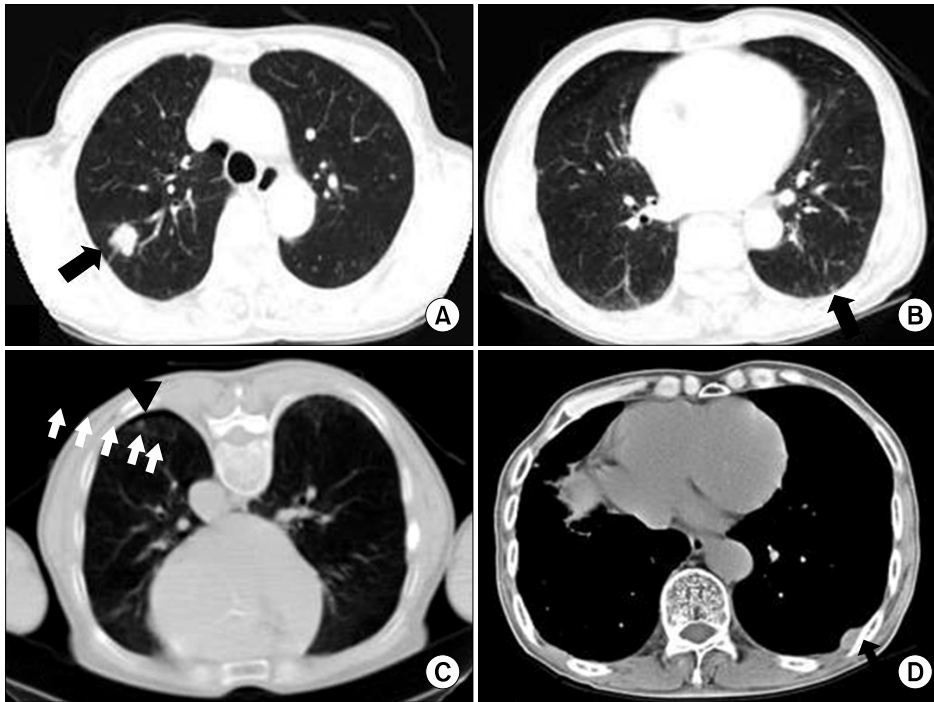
The initial chest CT scan showed (A) about a 1.7x1.5 cm sized well-defined nodule with a lobulated shape in the right upper lung (solid arrow) and (B) a well-defined small nodule in the left lower lung just beneath the pleura (solid arrow). (C) Before the operation, the small nodule (solid triangle) in the left lower lung was marked and localized with using a hook wire under CT guidance (white arrows). (D) Two years after the operation, the chest CT showed about 2.8 cm sized newly developed heterogeneously enhancing lesion in the left posterior chest wall (solid black arrow).
